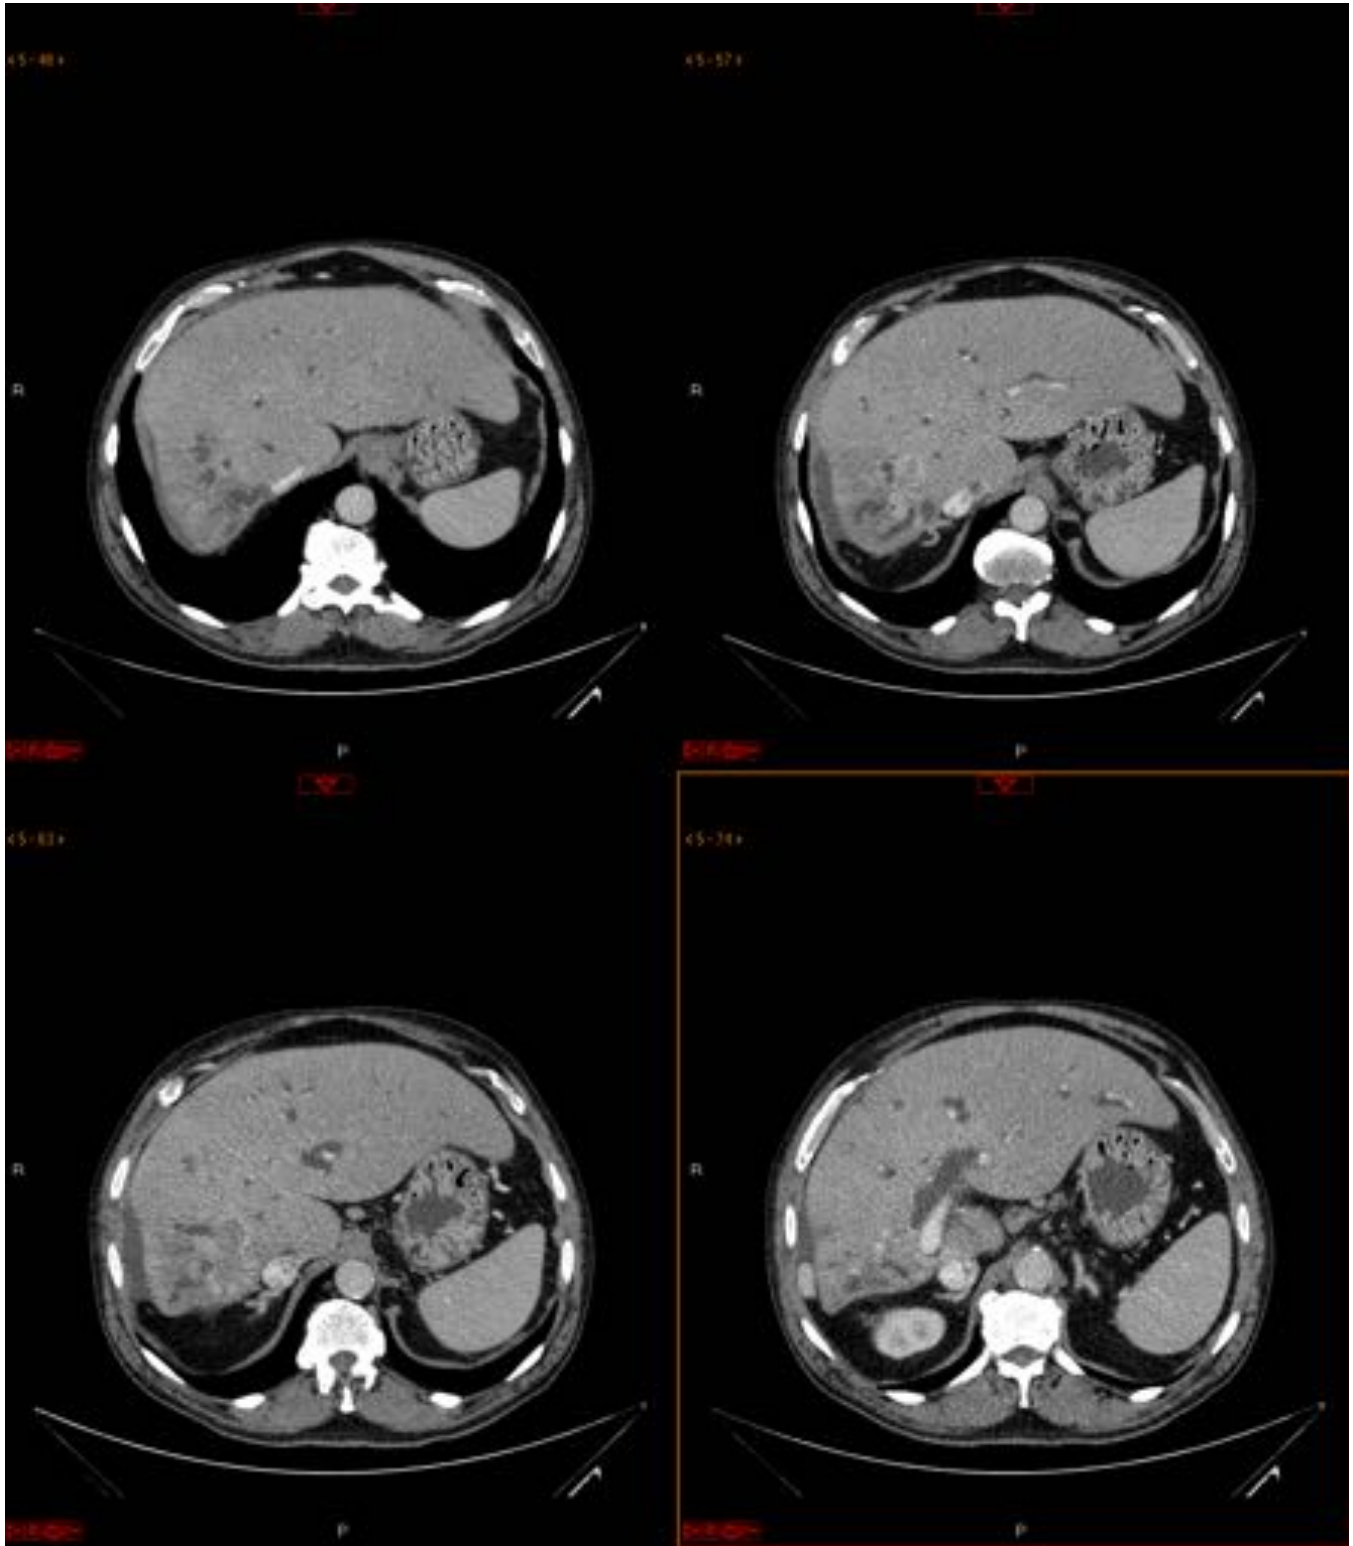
Varón de 60 años con cirrosis alcohólica e hipertensión portal que ingresa por ictericia obstructiva. TAC abdomen (fase portal): Hallazgos en relación con cirrosis e hipertensión portal. Lesión de 5 cm de diámetro con bordes imprecisos en el segmento VII-VIII con moderado realce de predominio periférico en fase portal. Secundariamente se aprecia una dilatación de la vía biliar intrahepática. Continua..
